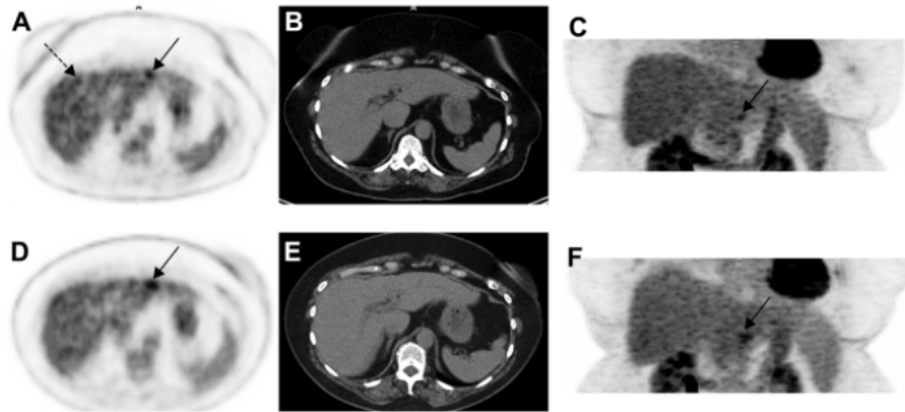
PET false negatives. Τα καρκινικά κύτταρα (D) δεν φαίνονται πάντα στις PET εικόνες (A)
